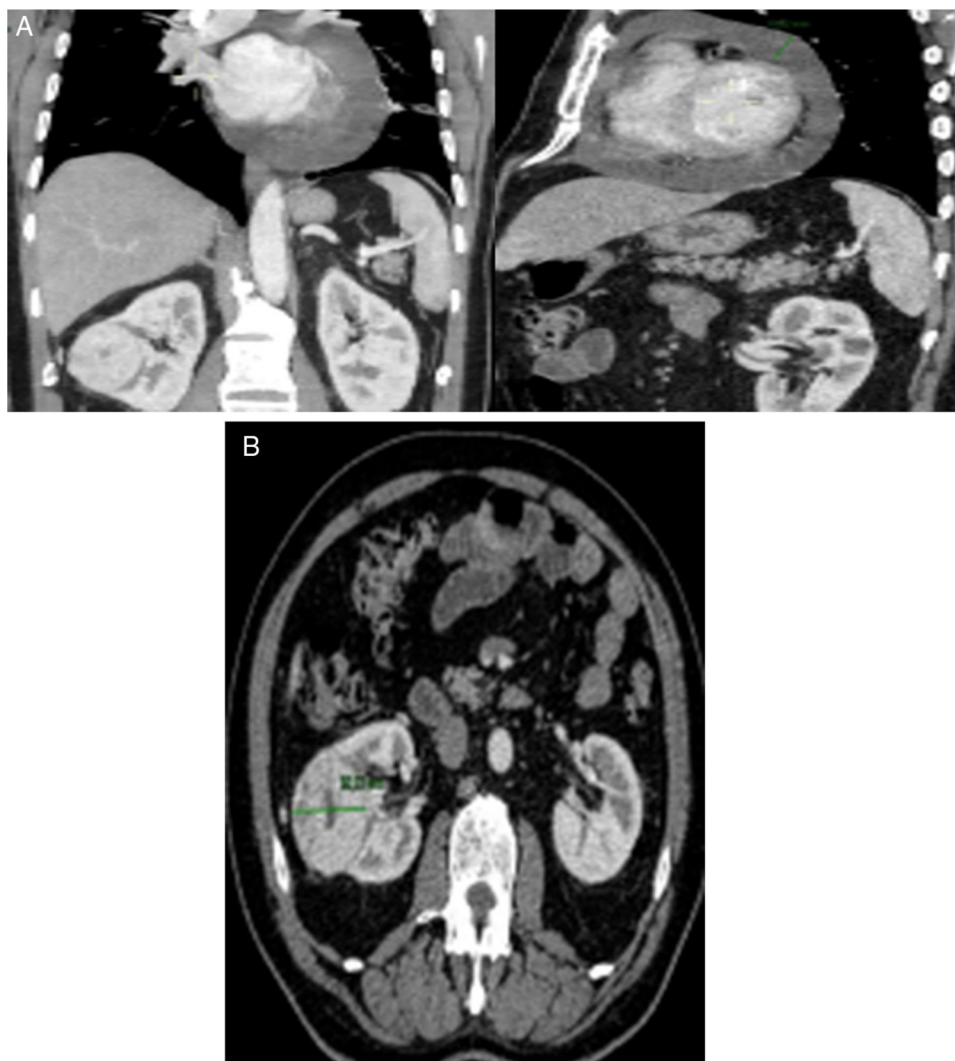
Imagens da TC toraco-abdomino-pélvica que mostra a existência de uma lesão captante de contraste a nível da aurícula direita (A) e uma lesão nodular sólida a nível do rim direito (B).
